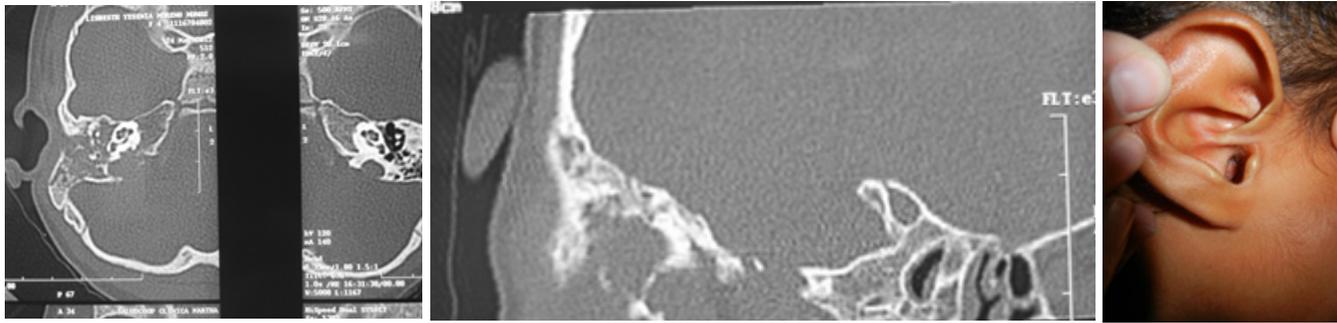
Rabdomiosarcoma de oído en paciente de 4 años. Imágenes de TAC en donde se evidencia la importante erosión ósea comprometiendo el tegmen, el golfo de la yugular y la pared anterior del oído medio derecho. Masa protruyendo a través de CAE.
